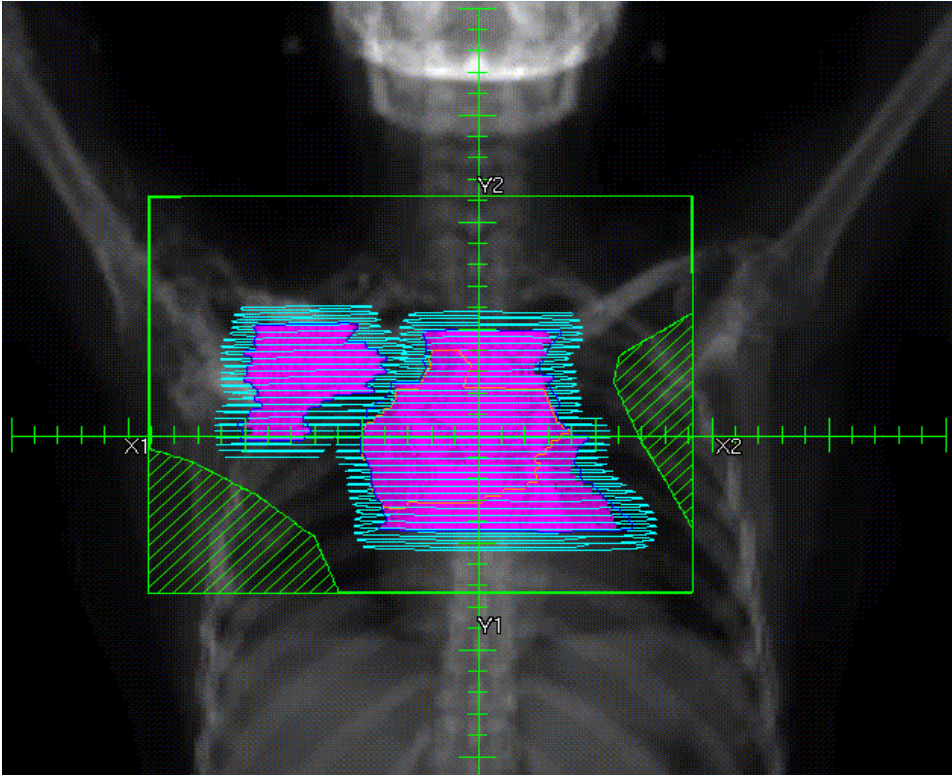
GTV_{CT} πριν την χημειοθεραπεία σε Ct scan μετά την χημειοθεραπεία.
